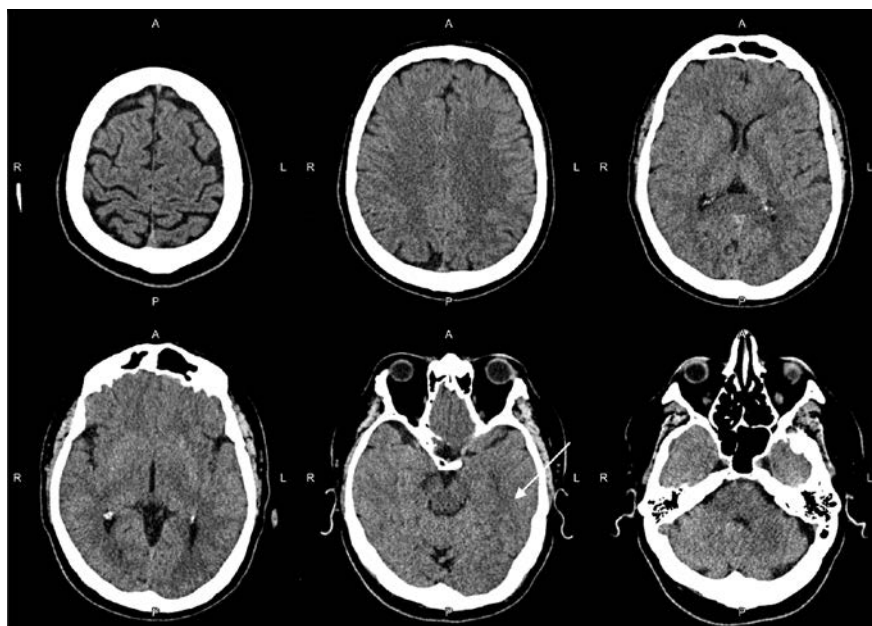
Результаты КТ головного мозга пациента Ж. при поступлении (стрелкой указана зона предполагаемых патологических изменений)
